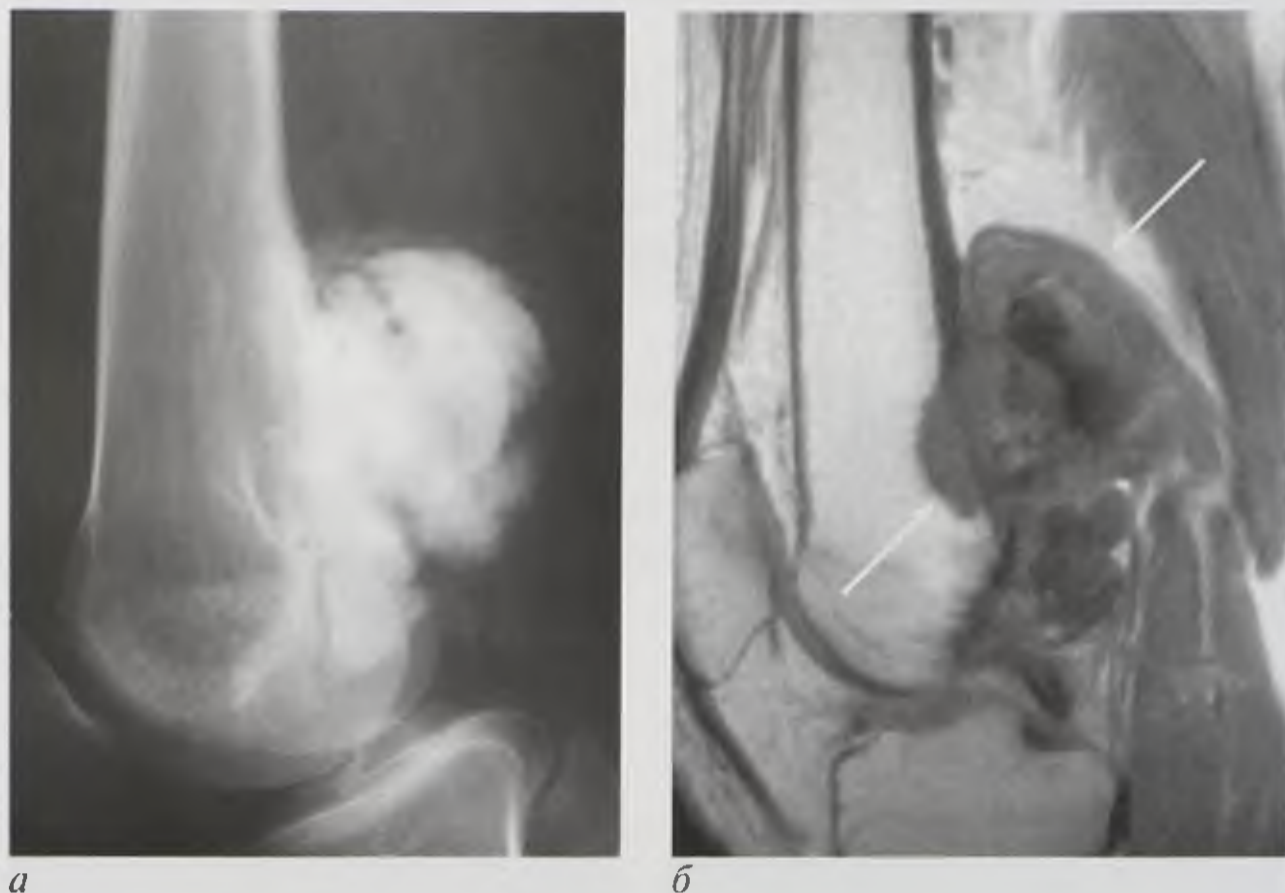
Остеохондрома бедренной кости: *а* — рентгенограмма коленного сустава: опухоль с четкими контурами, связанная с костью; *б* — магнитно-резонансная томограмма, T1-взвешенное изображение в сагиттальной плоскости: гипоинтенсивное образование, прилежащее к кости с наличием внутри костного компонента с четкими ровными контурами (стрелки)
